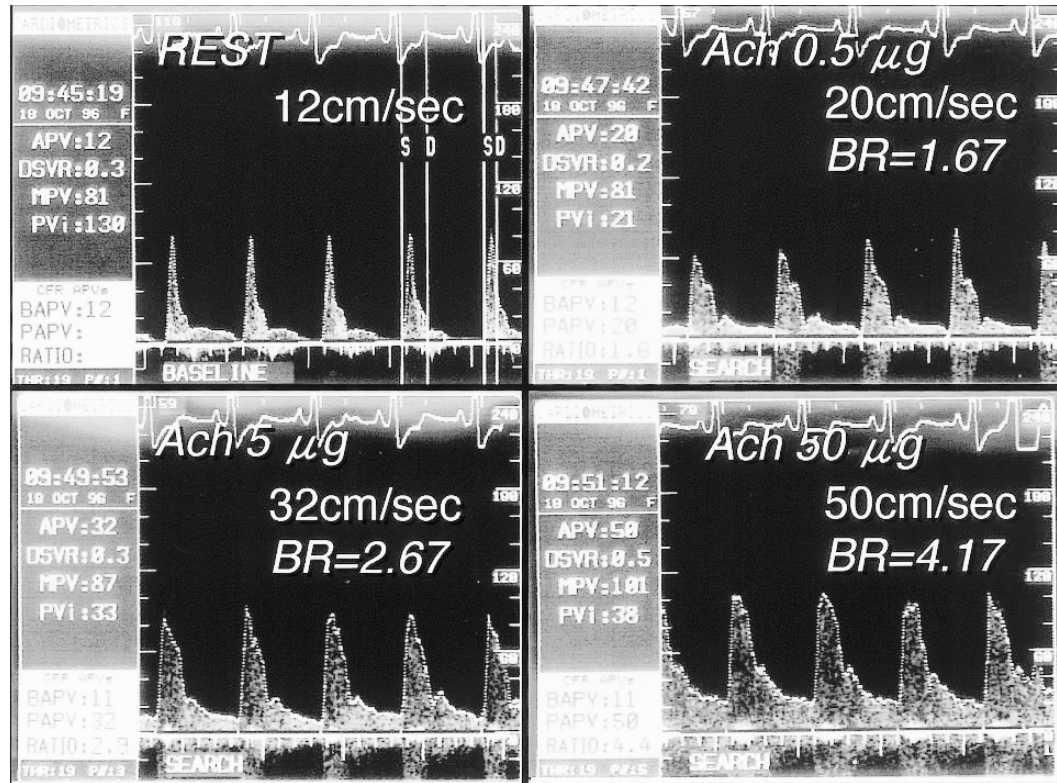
Doppler flow measurements showing that both brachial artery flow velocity and brachial artery response increase dose-dependently after the administration of acetylcholine
